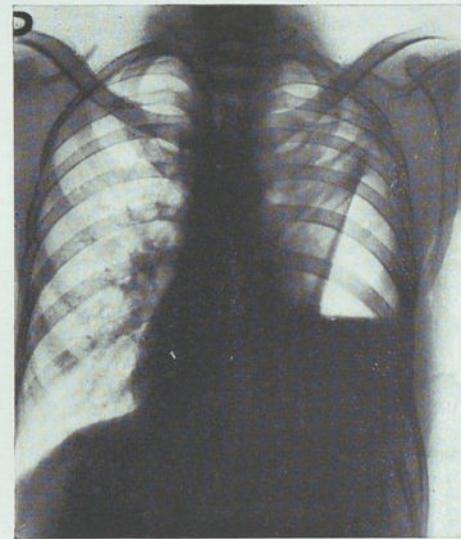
Radiografía del 14-I-37. El mismo caso. Neumotorax incompleto por existir una extensa sinfisis pleural yuxtacavitaria. Exudado pleural.
